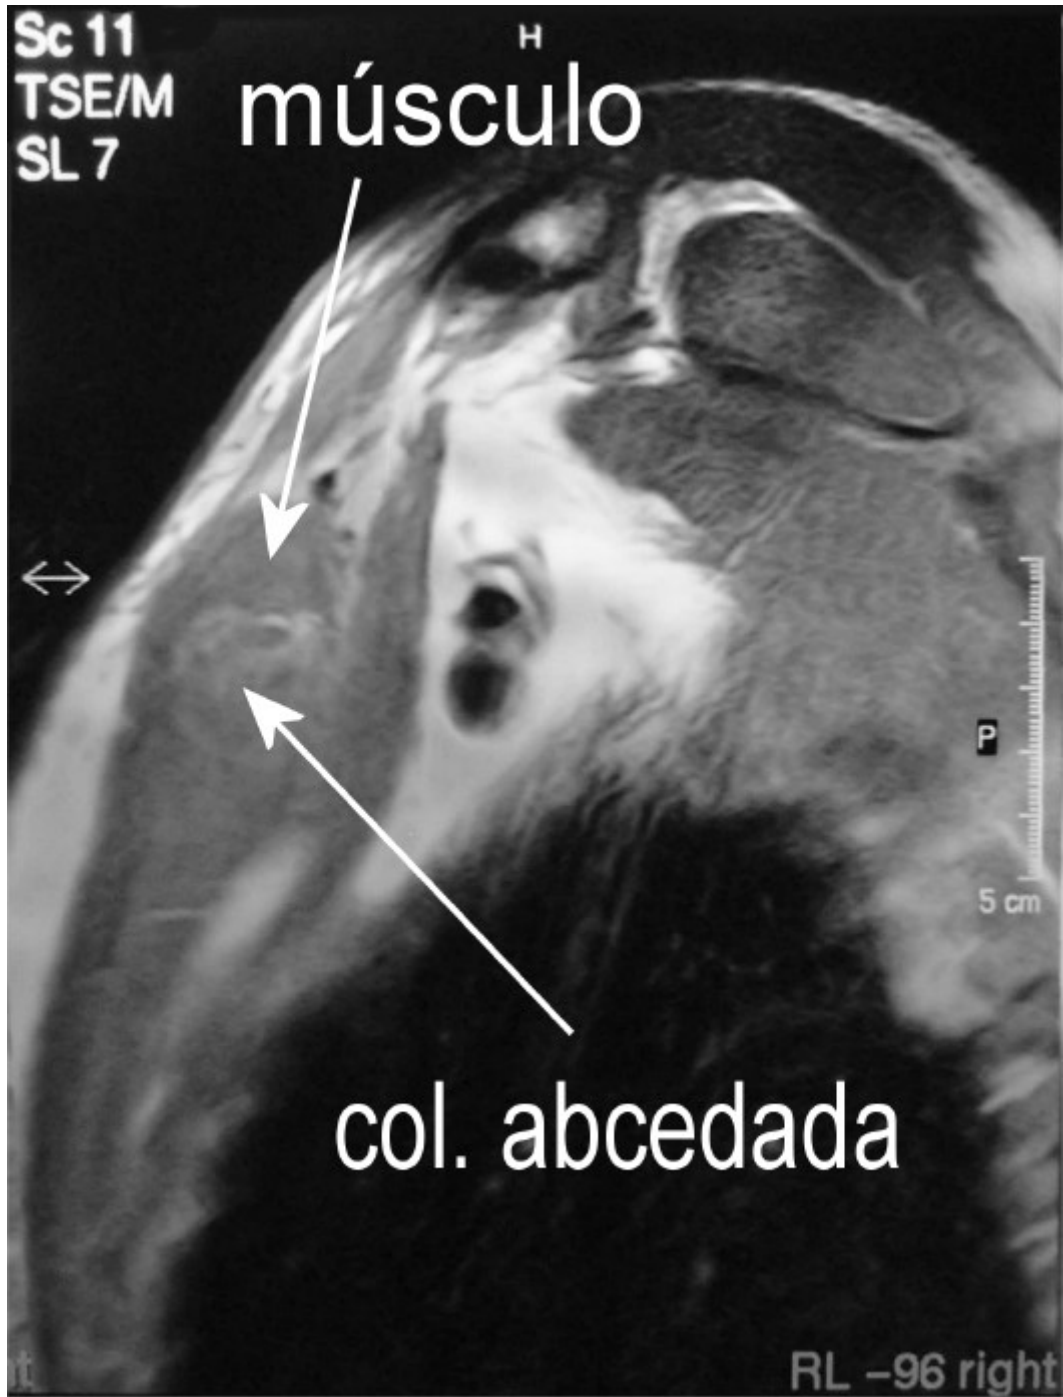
RMN – corte sagital em ponderação T1 (coleção isointensa ao músculo)
